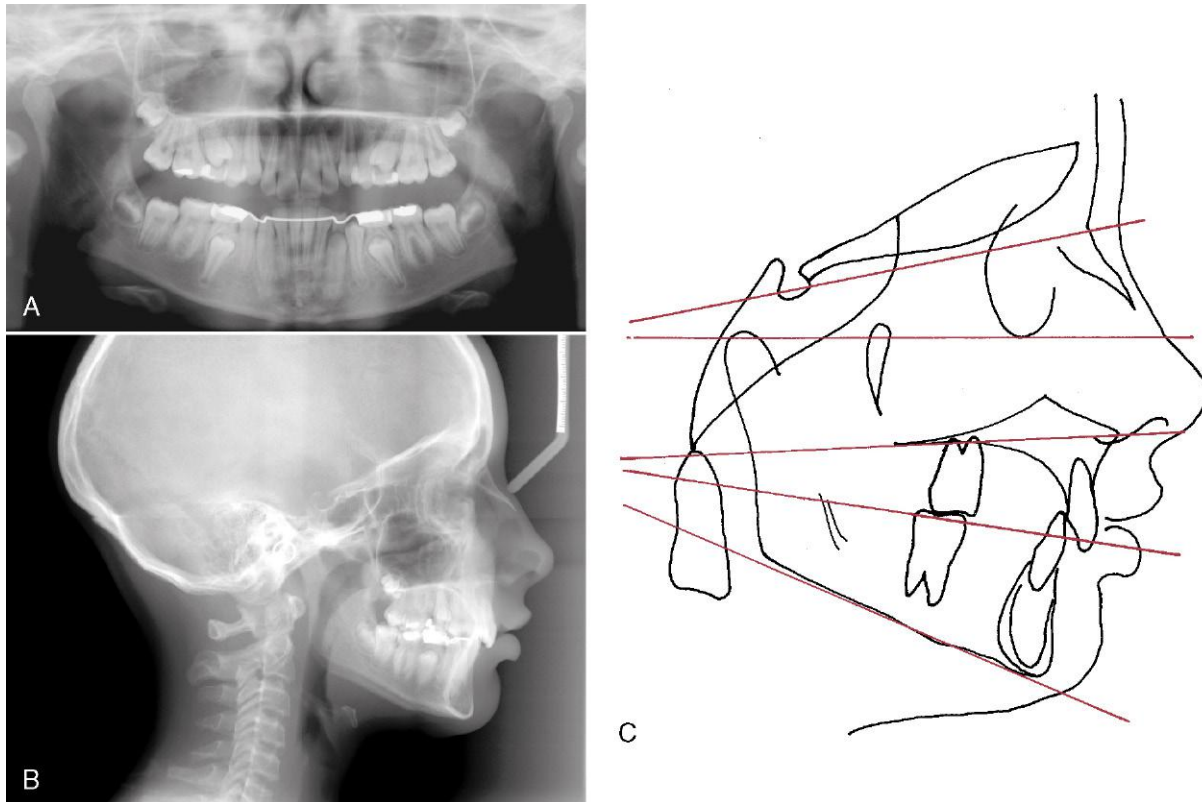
Paciente F. P. a la edad de 12 años y 3 meses, radiografías panorámica (A) y cefalométrica (B) previas al tratamiento. C. Se recomienda, para ayudar a la visualización de las relaciones esqueléticas y dentales, dibujar estas líneas de referencia horizontales y verticales y evaluar las relaciones con respecto a la línea horizontal verdadera y sus perpendiculares. Obsérvese que el defecto mandibular es el que más contribuye a su maloclusión de clase II y que la sobremordida profunda se debe principalmente a la erupción excesiva de los incisivos inferiores. Los incisivos superiores están inclinados lingualmente, razón por la que el resalte no es excesivo a pesar de la relación esquelética y molar de clase II.
